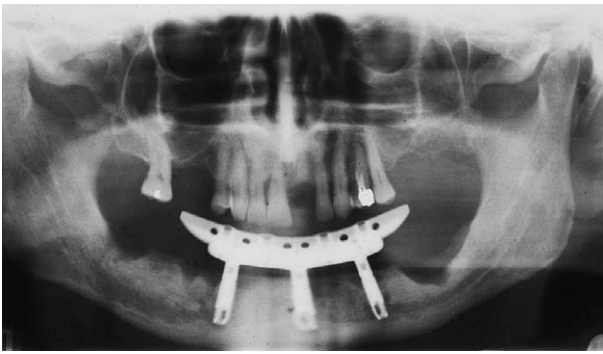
Radiographie panoramique avec bridge implantoporté.
